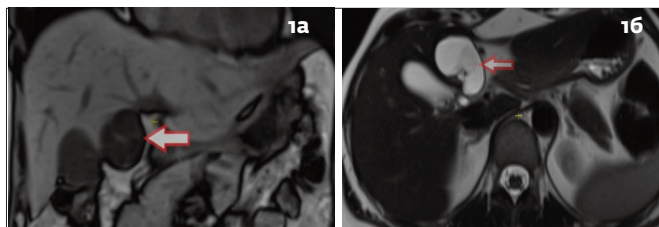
1б. Магнитно-резонансная томография пациентки К., 36 лет, киста печени (указана стрелкой). Фронтальная (1а) плоскость в T1 режиме, горизонтальная плоскость в T2 режиме (1б).
